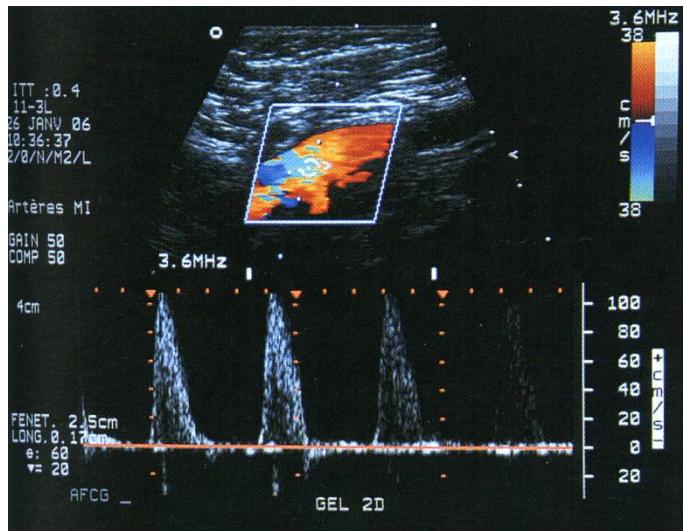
Déroulement d'un examen Doppler.
